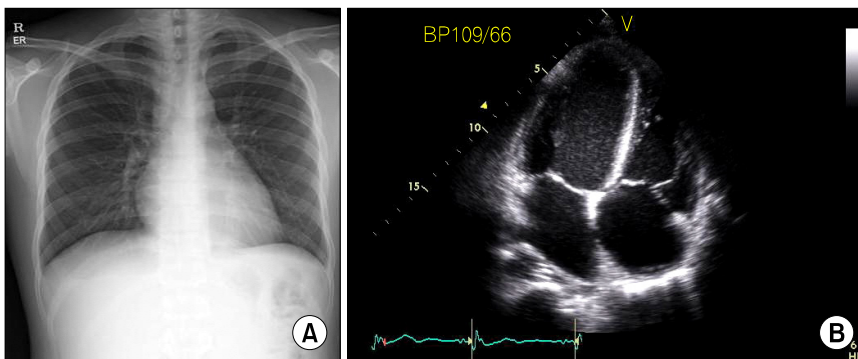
(A) A chest X-ray finding. Mild cardiomegaly is shown. (B) An echocardiography finding. Right atrial enlargement is noted, but no pericardial effusion is seen.
